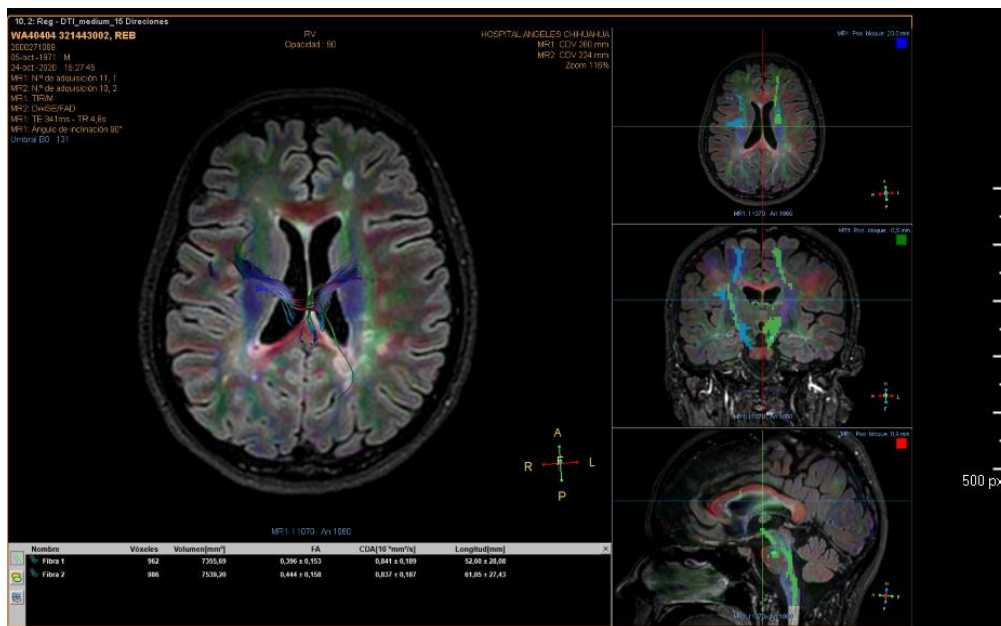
Imagen de resonancia magnética con fusión de secuencias FLAIR y DTI, en corte axial a nivel de los ventrículos laterales, con post procesamiento de la FA en regiones periventriculares bilateralmente. Presenta múltiples lesiones hiperintensas distribuidas en la sustancia blanca en los lóbulos frontales y adyacente a las astas posteriores de los ventrículos laterales
